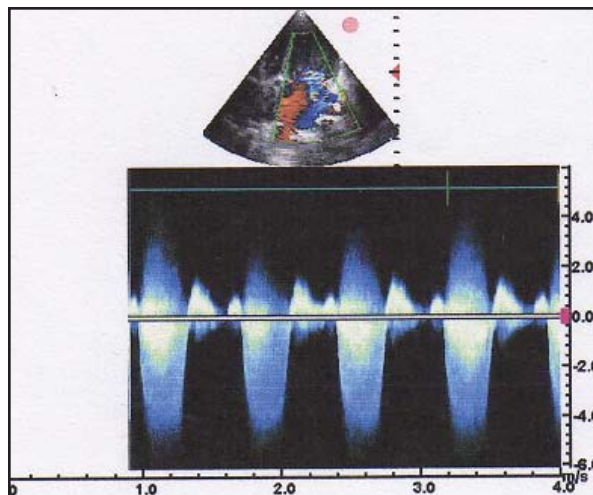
Imagen doppler de la válvula mitral que muestra regurgitación en una paciente con valvulopatía mitral congénita.
